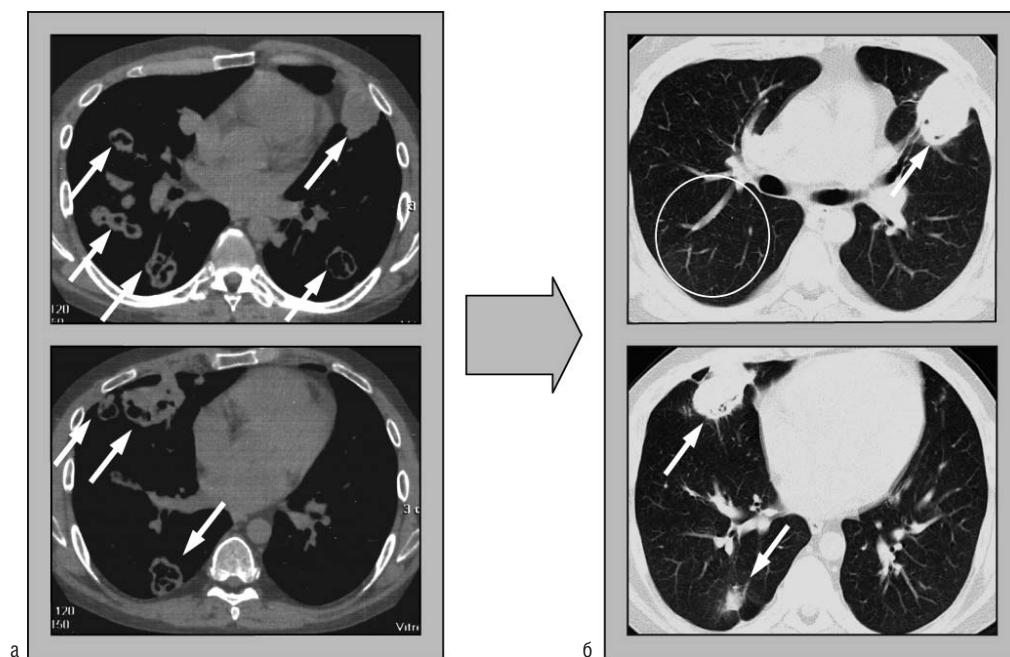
Изменения в легких при МСКТ до и после лечения РТМ у больного ГПА рефрактерного течения. а — до лечения; б — через 3 мес
